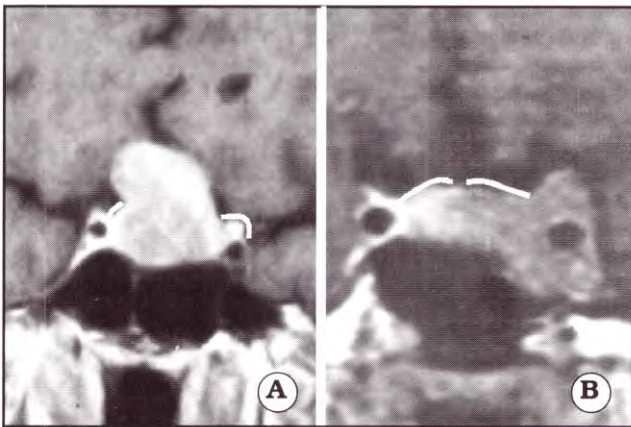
A. IRM de un paciente con un tumor de hipófisis que creció hacia la región supraselar. El diafragma selar con una supuesta abertura grande ha sido resaltado. B. IRM de un paciente con un tumor de hipófisis que creció hacia el seno cavernoso izquierdo. El diafragma selar con una supuesta abertura pequeña ha sido resaltado.
